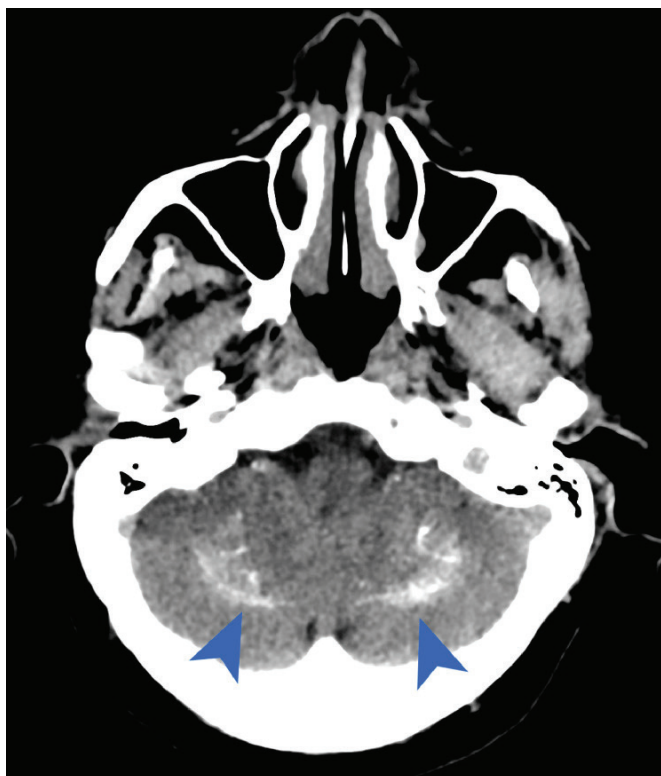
На КТ-изображении показана двусторонняя кальцификация обеих гемисфер мозжечка, в особенности зубчатого ядра
